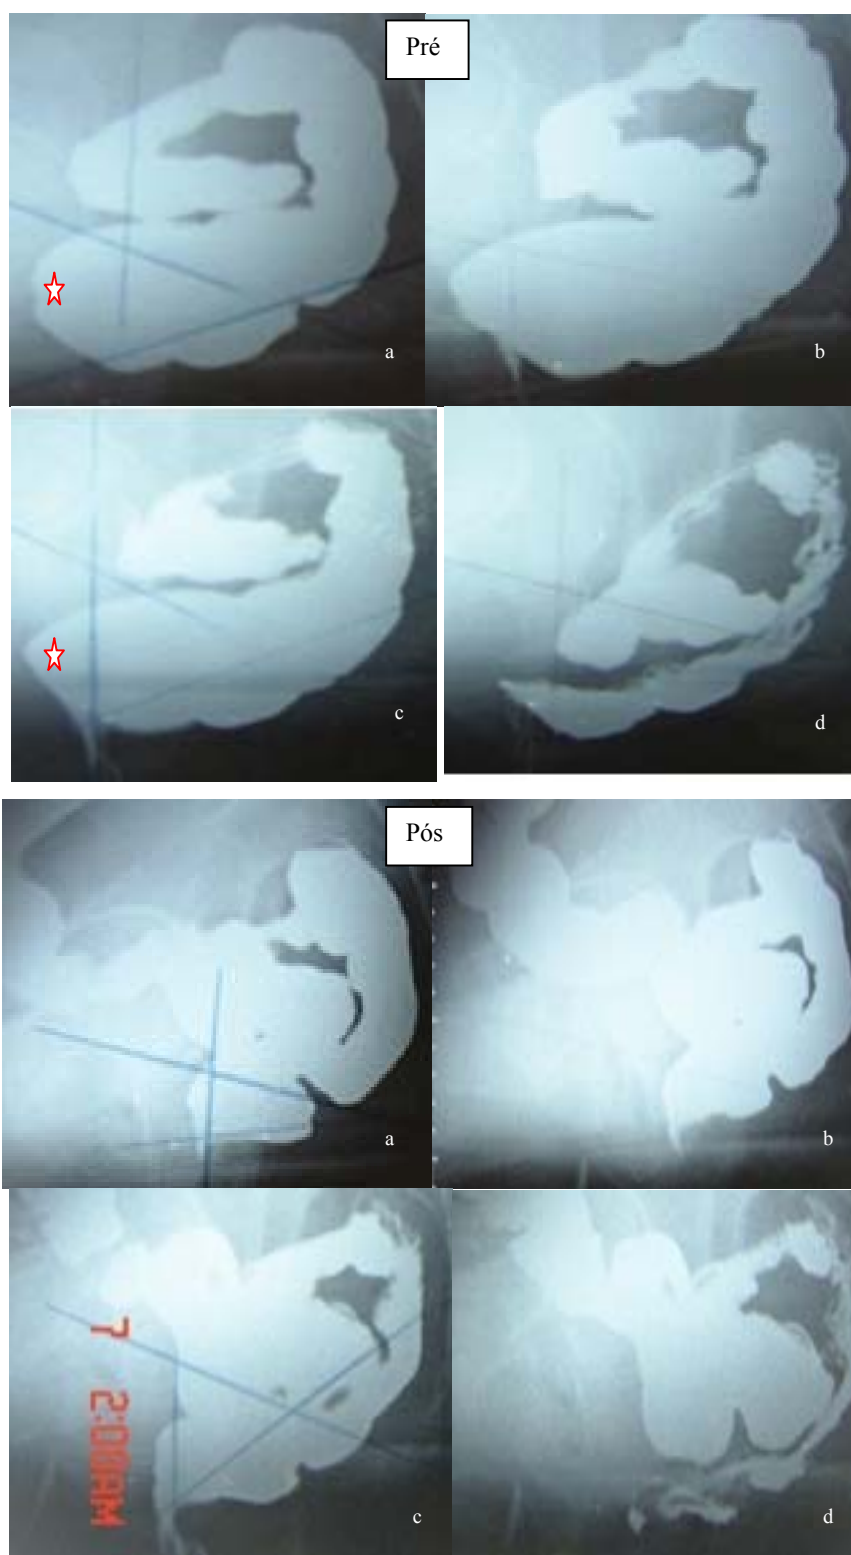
Defecografia no pré e pós-operatório; a, repouso; b, contração; c, evacuação e d, pós evacuação; ☆ → retoccele
